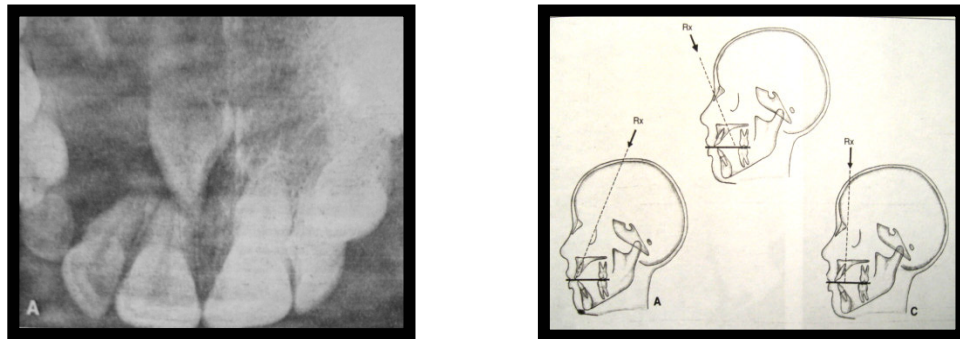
Radiografías oclusales a) proyección oclusal anterior b) proyección oclusal vertex c) proyección oclusal verdadera (Ref. 9)
